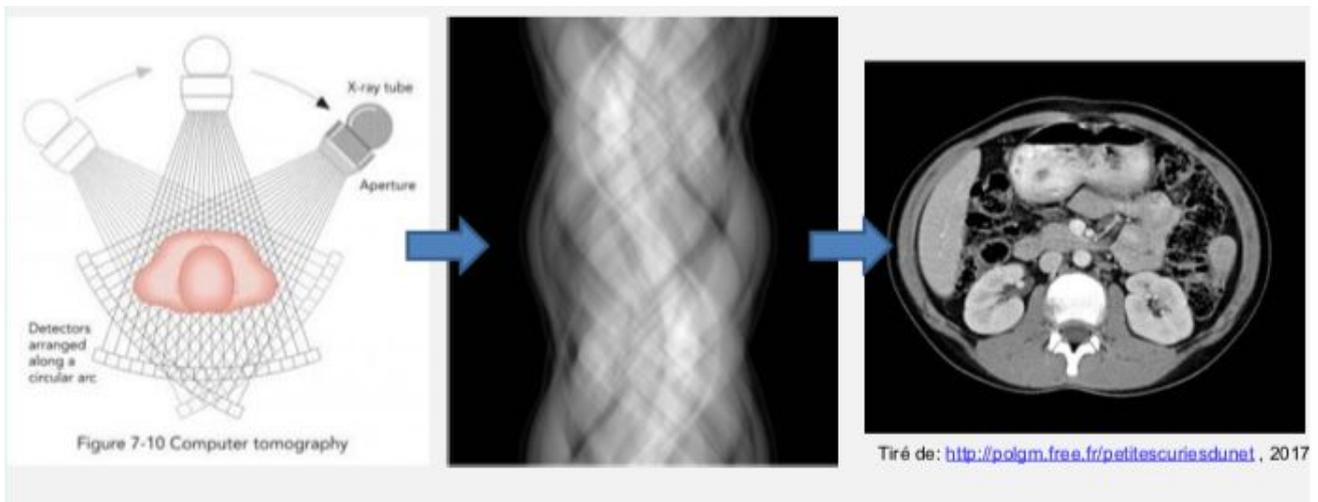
Image tiré du cours de Zoni F .(Physique de la TDM partie 2, 2018)
